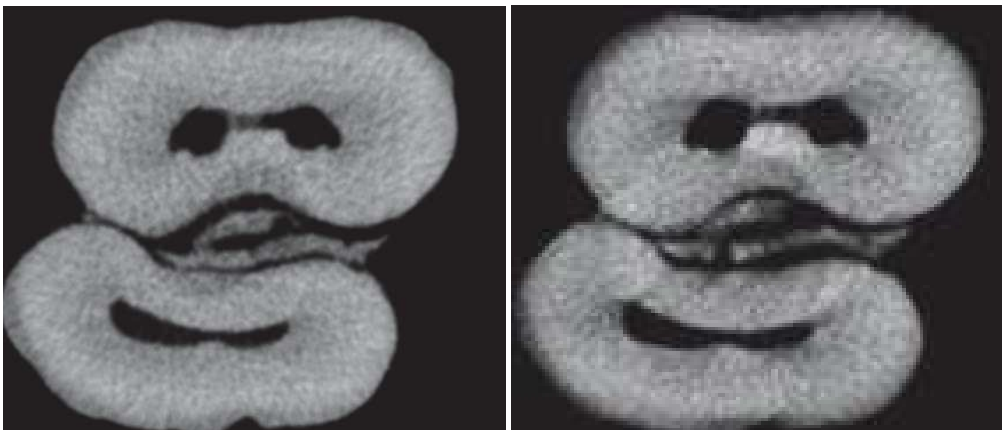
Imagem em micro-CT de corte transversal do dente 12 (Grupo IU). À esquerda, momento após a instrumentação do canal e à direita após o protocolo de irrigação final.
